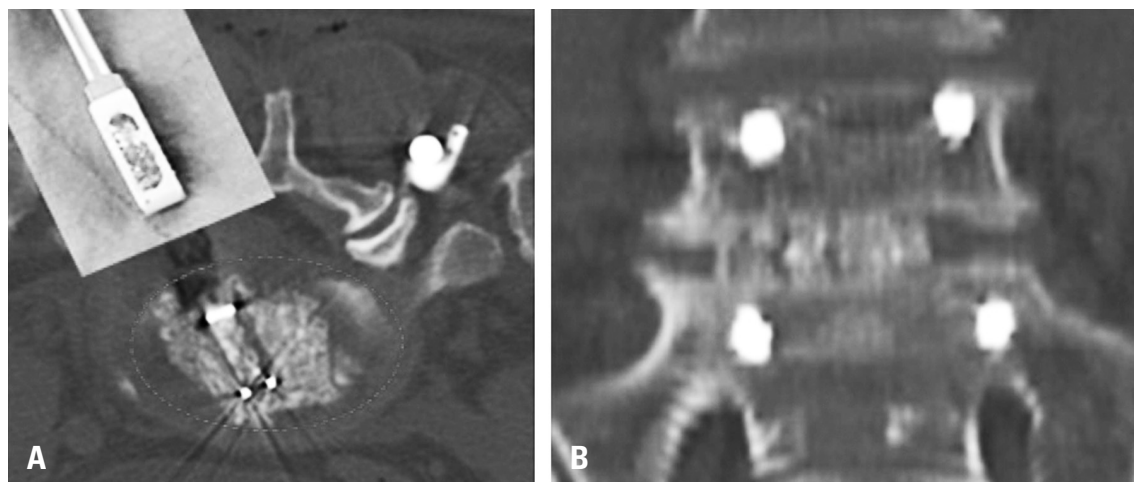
Bone grafts (including autobone, allogene, and demineralized bone matrix, mixed with bone marrow aspirates) and a cage insertion noted in an axial computed tomographic image (A) and a coronal image (B).
